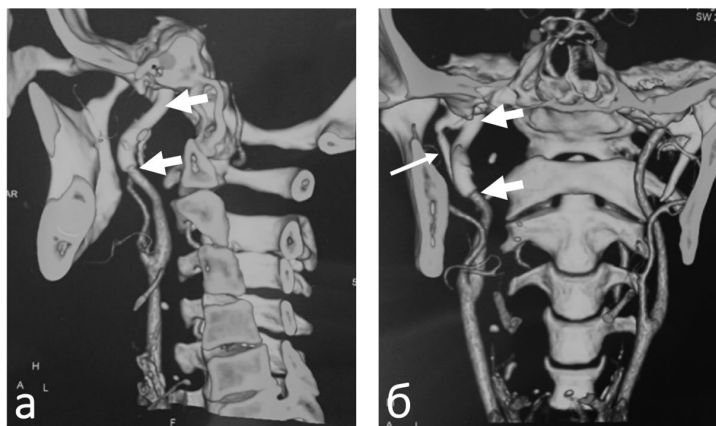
Контрольная (через 7 месяцев после операции) МСКТ-ангиография в режиме 3D-реконструкции.
